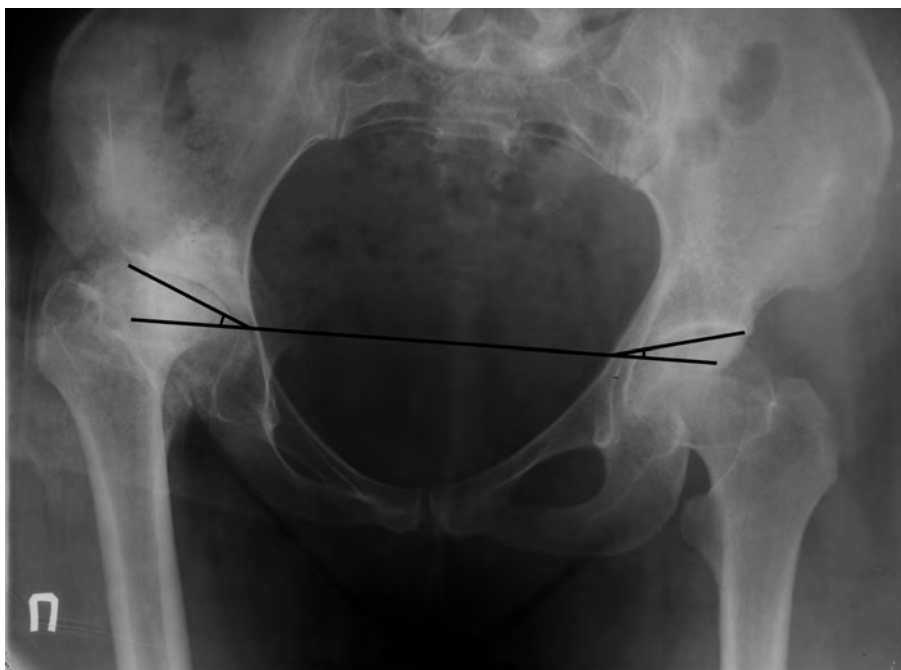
Рентгенограмма больного М.: угол наклона крыши вертлужной впадины.
